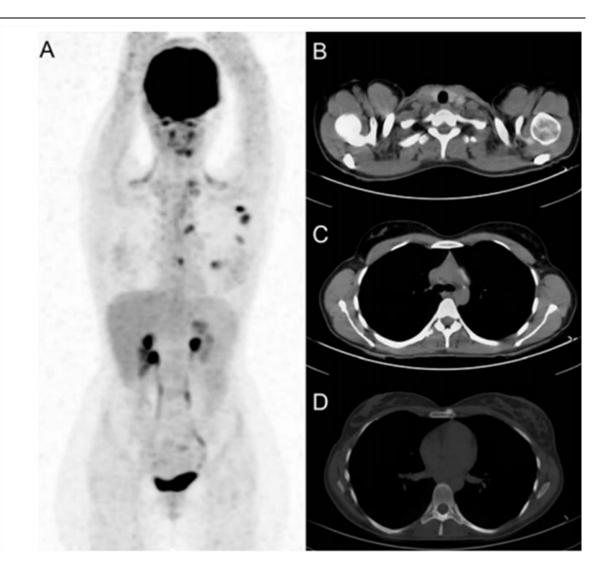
Paciente con carcinoma ductal invasivo de la mama izquierda, con enfermedad en estadio clínico IIA. (A) Proyección de intensidad máxima. (B-D) imágenes axiales de fusión por tomografía de emisión de positrones (PET / CT) muestra los resultados de los ganglios linfáticos cervicales y mediastínicos (B, C) y las metástasis óseas (D).
